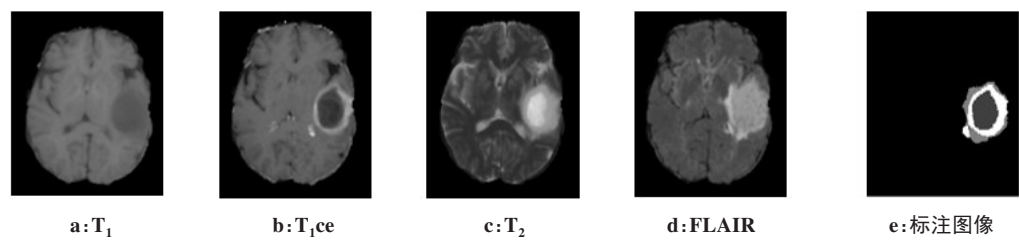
某位患者 4 种模态 MRI 图像与医生标注脑肿瘤图像实例
